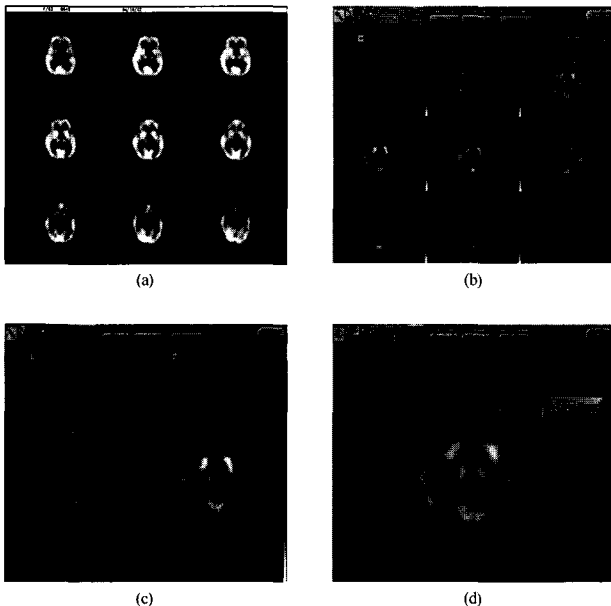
Interfile 형식으로 PACS에 전송된 뇌혈류 영상 (a) 감마 카메라 워크스테이션에서 감마카메라 제조사가 제공한 소프트웨어로 표현한 영상 (b) PACS에서 표현한 영상 (c) MRI와 함께 표현한 영상 (d) PACS에서 표현한 하나의 영상
